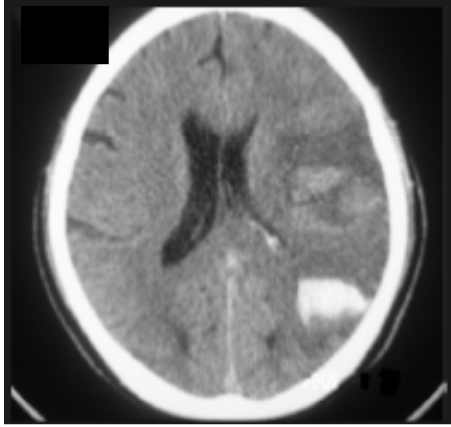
Tomografía simple de cráneo que muestra un infarto hemorrágico en territorio de la arteria cerebral media izquierda.
